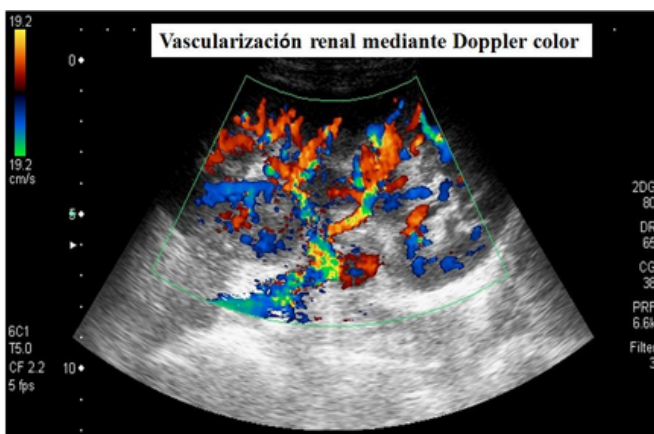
Representación Doppler Color
